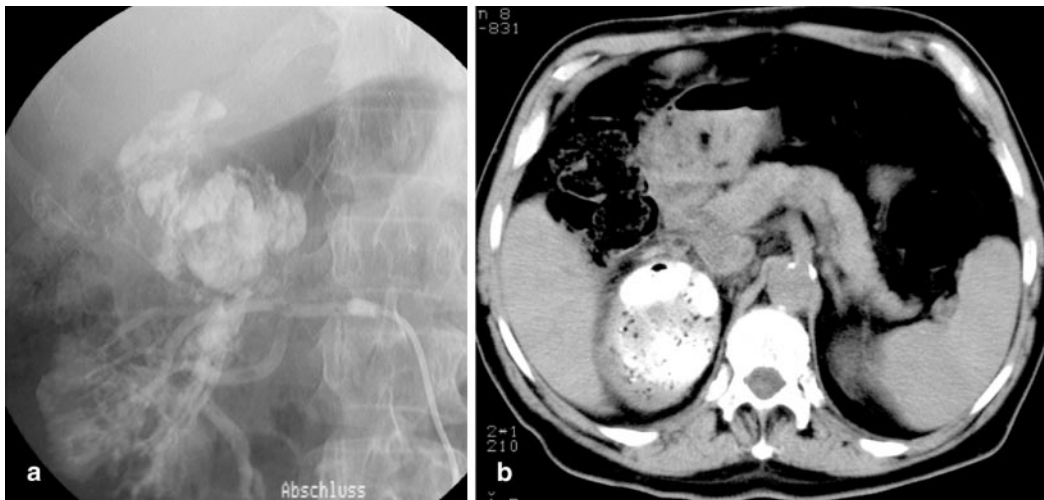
b ▲ 78jähriger Patient mit einem rechtsseitigen Nierentumor T3aN0M0. Palliative Embolisation bei kardiovaskular bedingter Inoperabilität. Nach vollständiger Embolisation des Tumors mit 42 ml Ethibloc® zeigt die CT nach einigen Tagen neben dem Embolisat multiple Lufteneinschlüsse. Es handelt sich um einen Normalbefund nach vollständiger Embolisation
